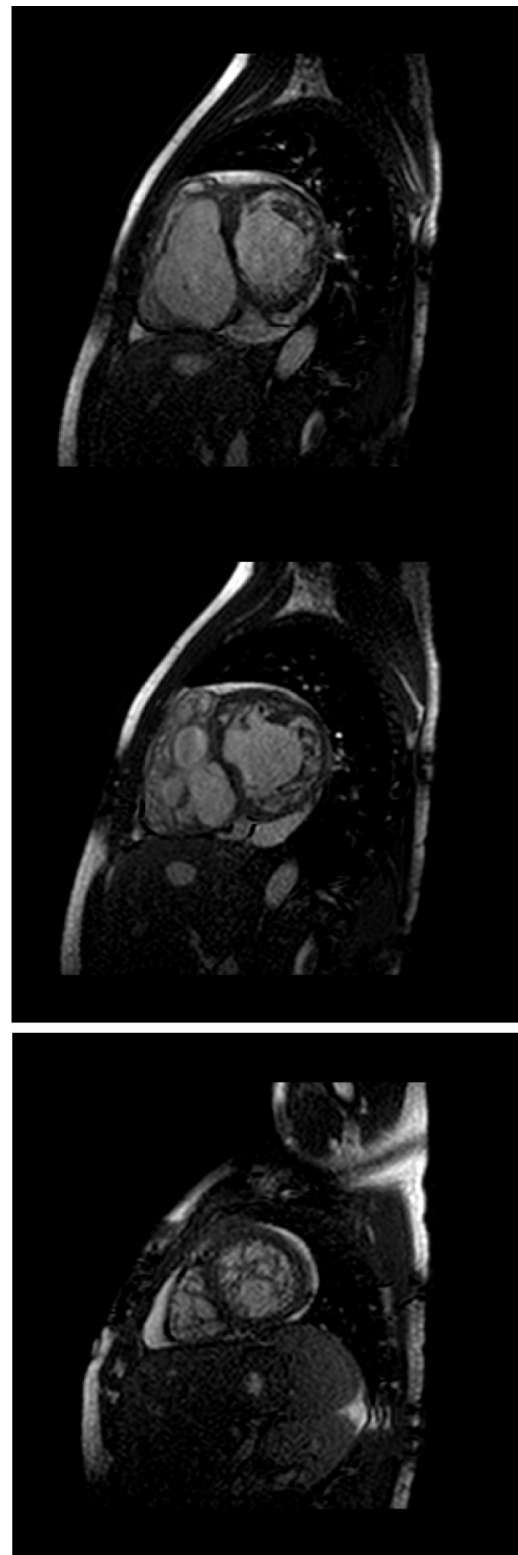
Resonancia cardiaca. Visualización de trabeculaciones y recesos en secuencias para eje corto del ventrículo izquierdo. Cortesía Dra. Juliana Bueno. *Assistant Professor of Radiology, Cardiothoracic imaging Section. Radiology Department The University of Chicago Medicine.*
